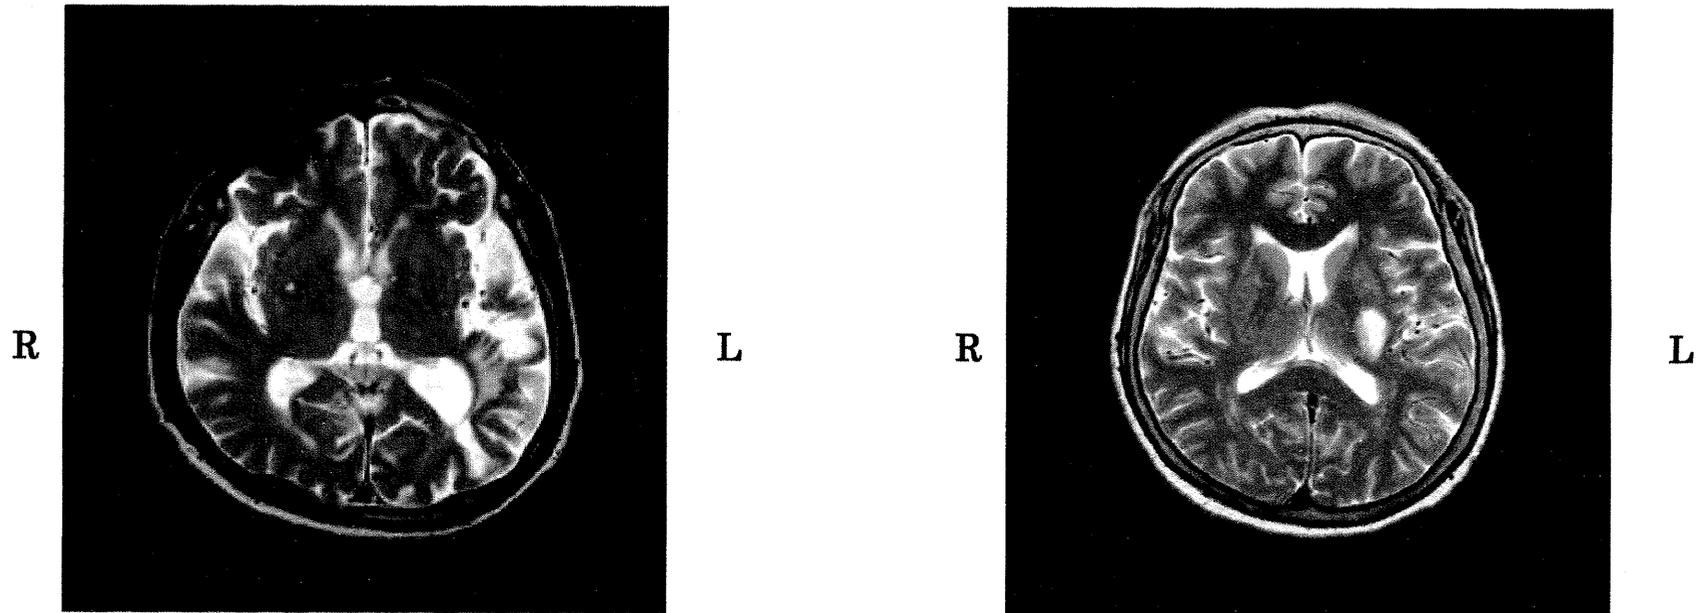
各失語症患者の MRI 画像(研究 4)
